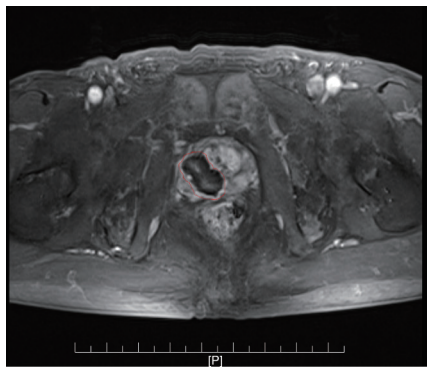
前列腺癌激光消融治疗后1个月MRI增强T1WI
